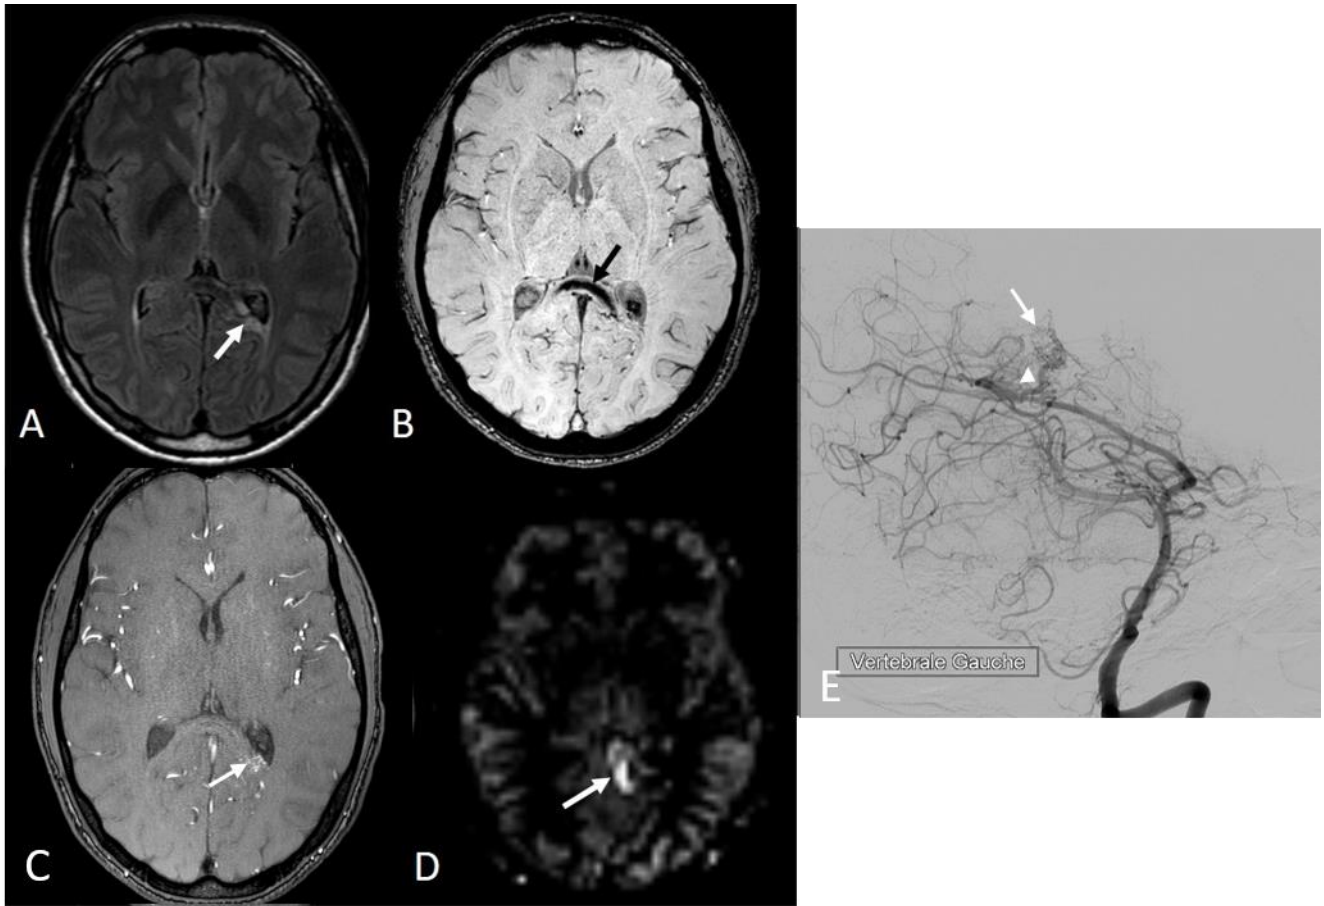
(patient 21): Follow-up MRI 2 years after radiosurgery for a ruptured parietal AVM close to the corpus callosum. A. Axial FLAIR shows a slight hypersignal at the site of the nidus (arrow). B. T2* image shows a hypointense hemorrhagic sequela in the corpus callosum (arrow). C. Native image from 3D TOF shows a residual 5-mm nidus (arrow). D. ASL image shows a focal hyperintense signal of the deep draining vein (arrow). E. DSA with sagittal intracranial view from left vertebral angiogram confirms the presence of a residual nidus (arrow) with an early deep draining vein (arrowhead).
